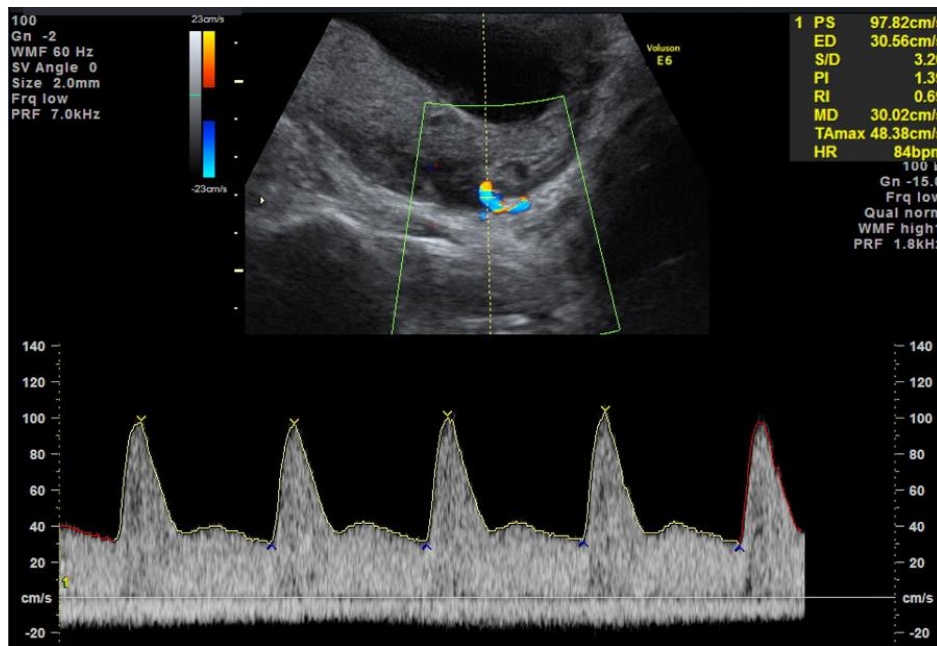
Doppler utérin abdominal au premier trimestre (d'après Sotiriadis et al. 2019)
